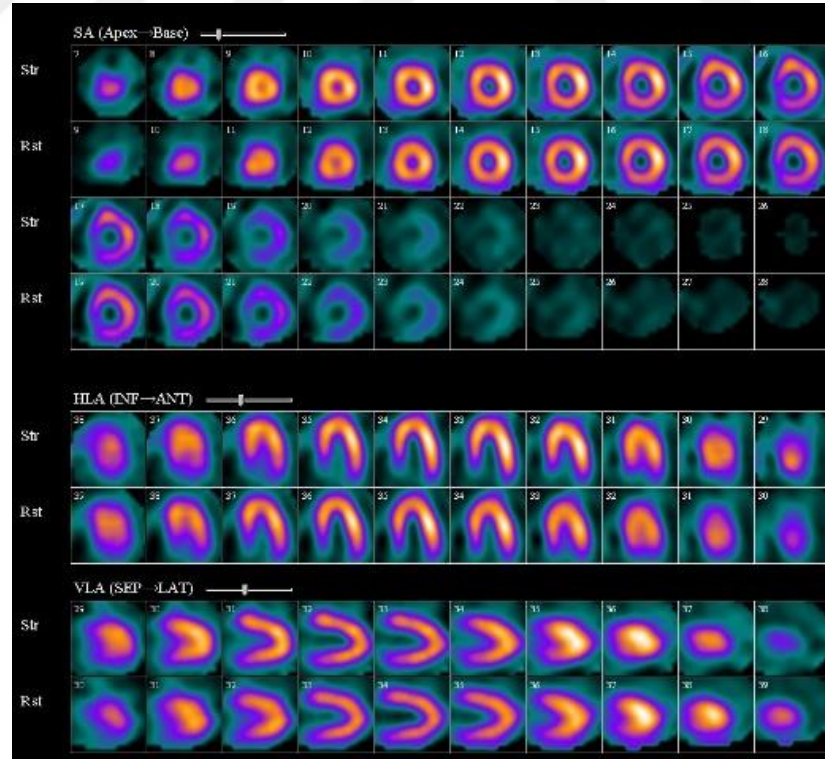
SPECT görüntüleme*
